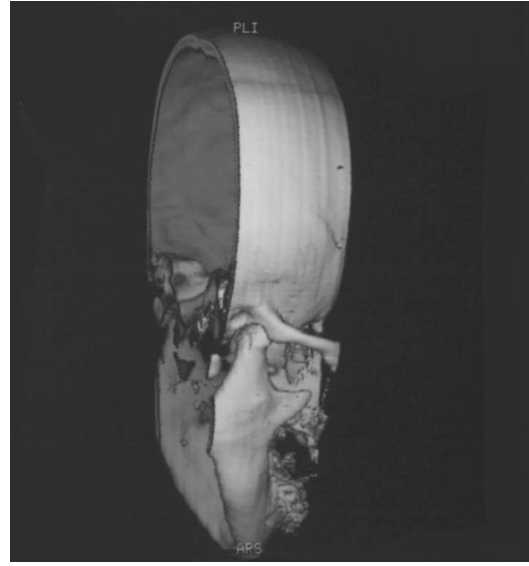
Reconstrucție CT-3D
